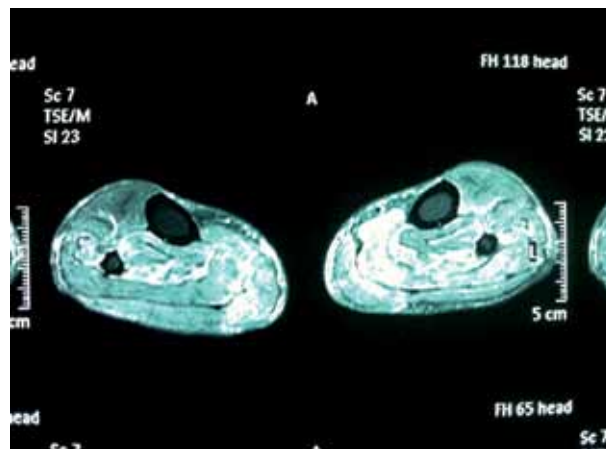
Resonancia magnética contrastada en la cual se observa extensa inflamación muscular en las pantorrillas, de predominio izquierdo
